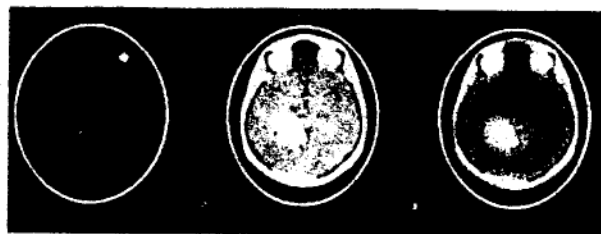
Imagini PET, IRM și de fuziune PET/IRM într-un gliom cerebral (după Harvard Atlas of Brain SPECT)
